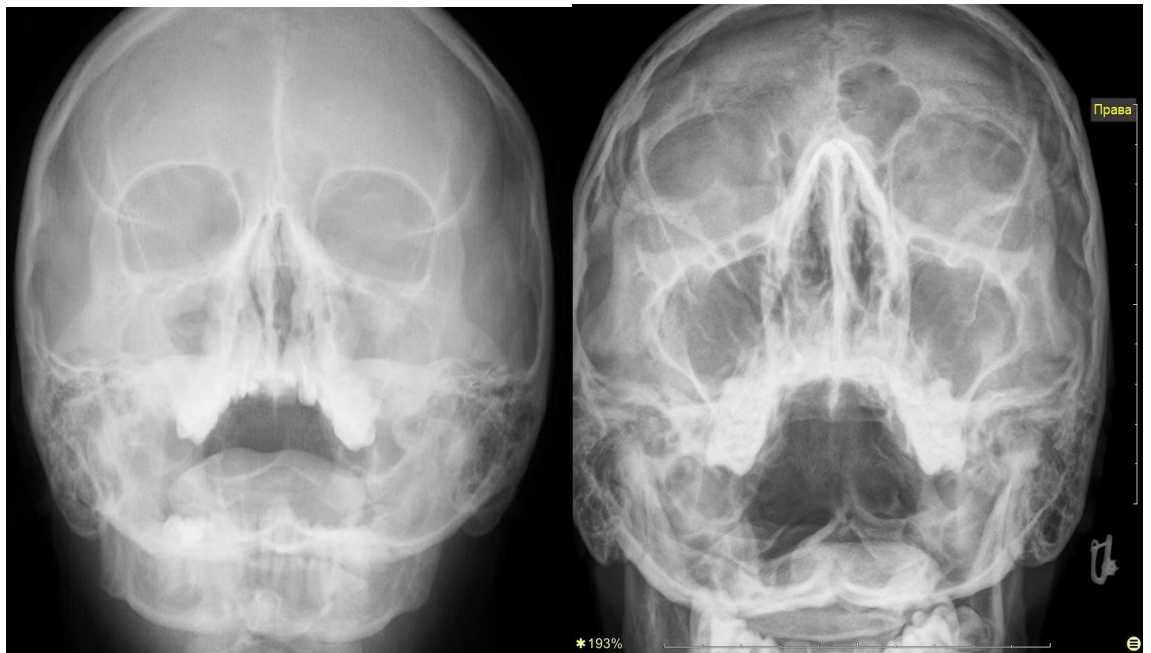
Рентгенограма за Уотерсом, асиметрія форми пазух. Трапецієподібна форма справа, бобоподібна форма зліва (Жінка, 28 років).
